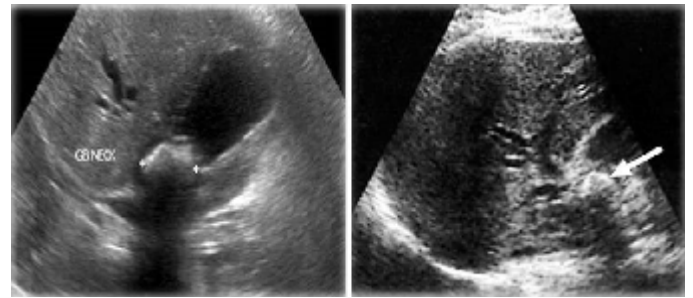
УЗИ картина I типа СМ
